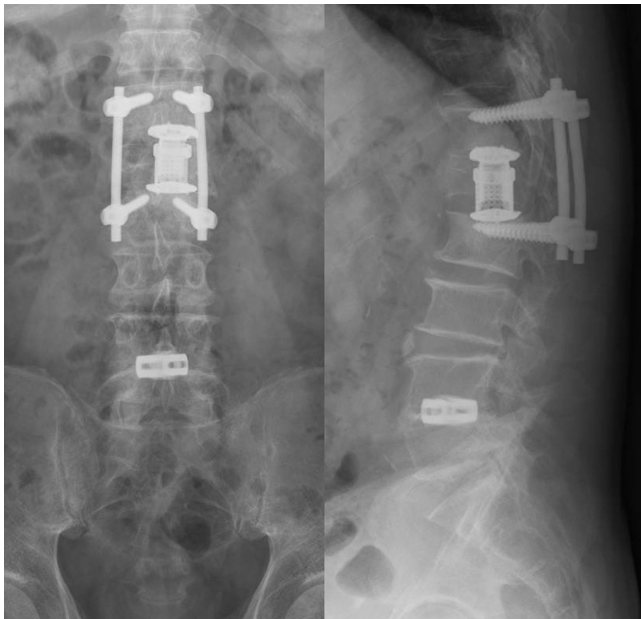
Two years after operation, anteroposterior and lateral view of plain radiographs show the union of burst fracture on L1.
